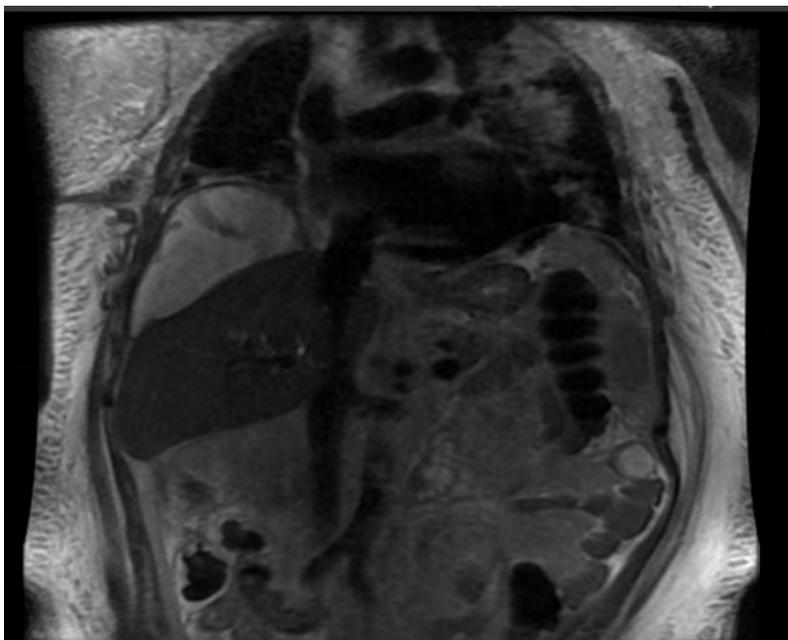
RMN - Corte Coronal - Bilioma Encapsulado.
